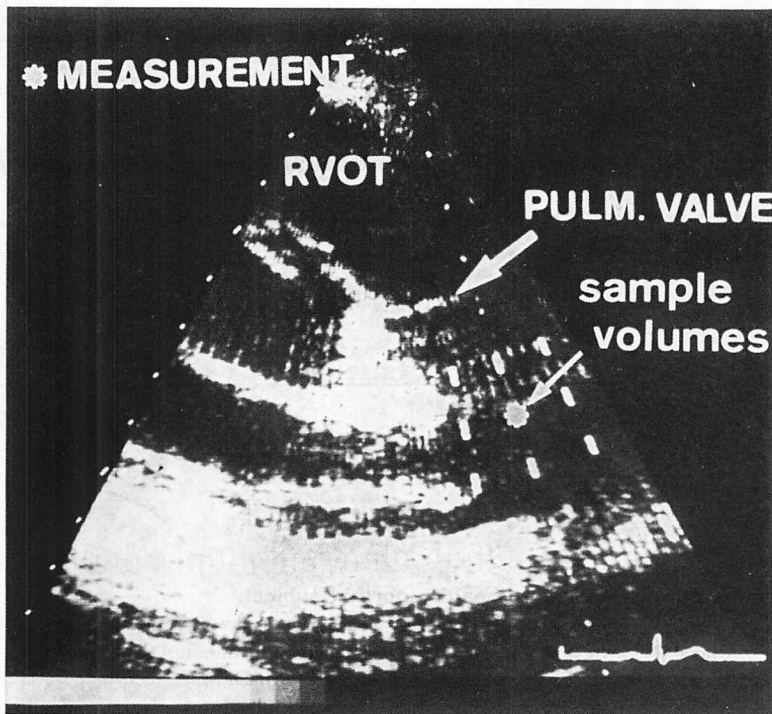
Sample volumes for Doppler measurements.
